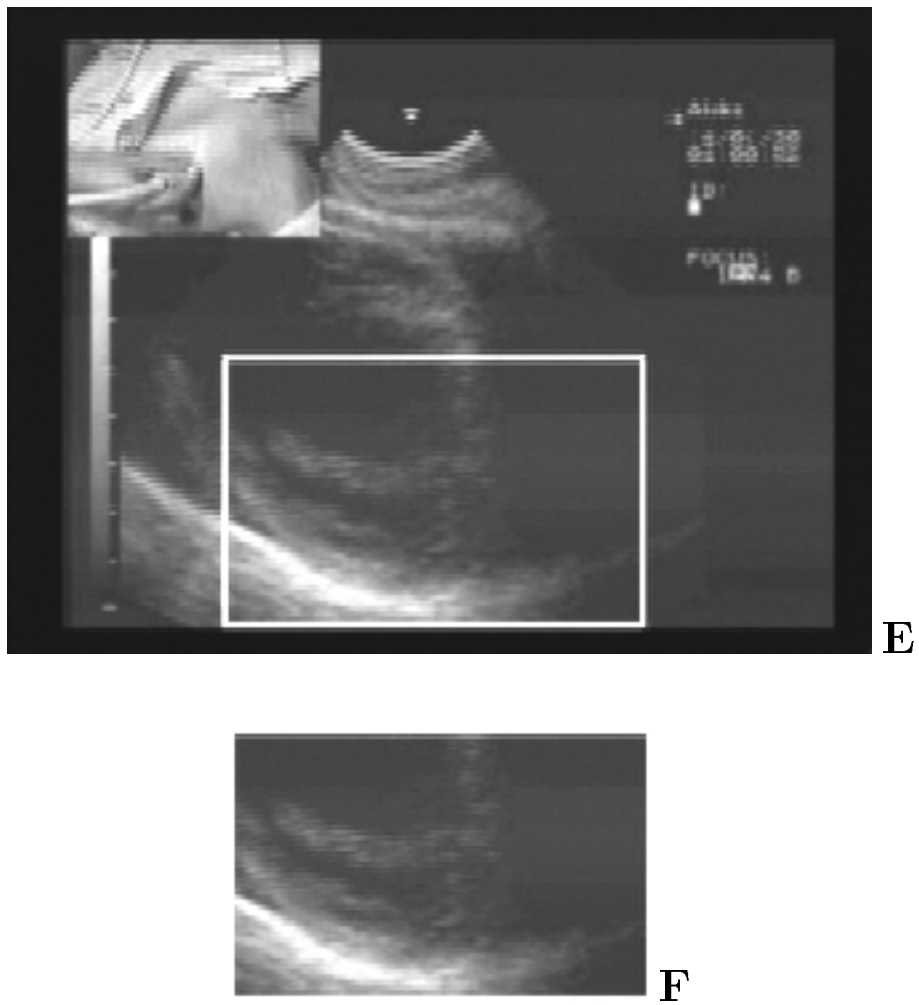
タイ/日本医用超音波動画像遠隔医療実験 Diagnosis Mode の ROI 伝送画像: E は ROI を選択した部位。F は伝送された画像 (176 × 112 ピクセル)。
